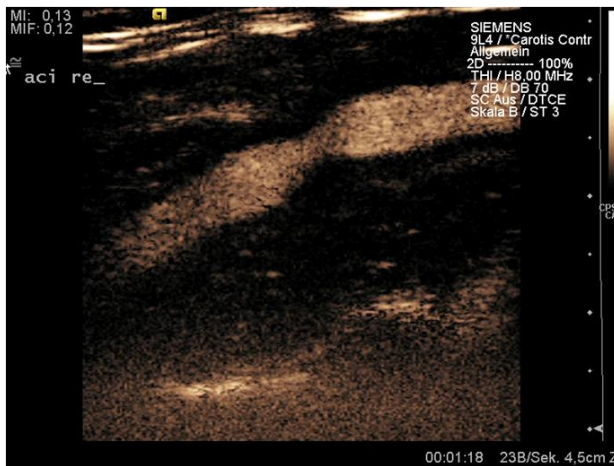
kontrastmittelsonographisch dargestellte ACI-Stenose
